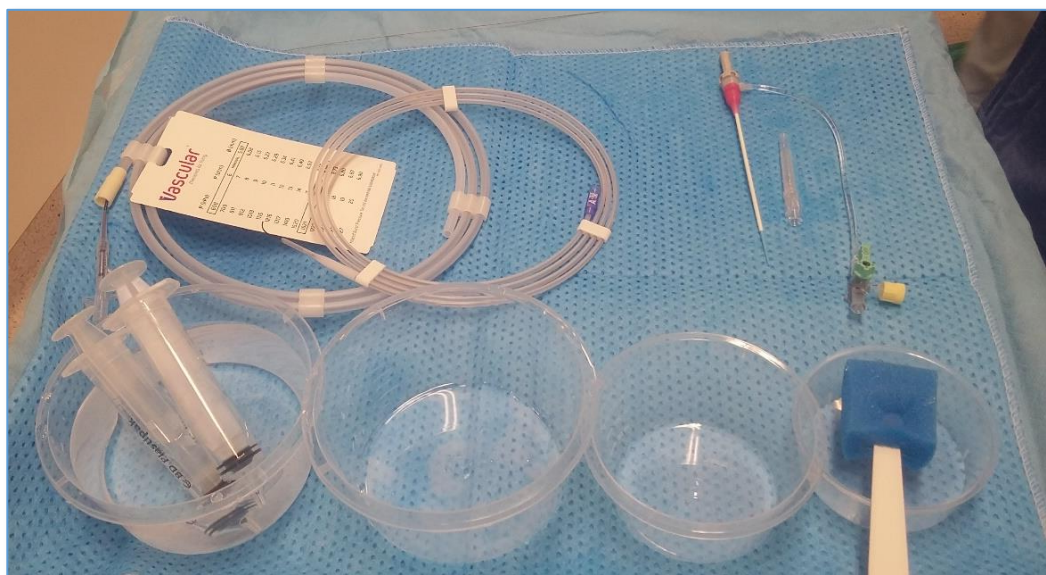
Material habitual empleado en la corrección angioplastia percutánea guiada mediante eco-Doppler de una estenosis venosa en una FAV (de izquierda a derecha y de arriba abajo): 1- balón de angioplastia simple; 2- guía hidrofílica de 0,035"; 3- introductor de 5F; 4- aguja de punción; 5- jeringas de 10cc y 20cc para inyección de suero y contraste; y 6- recipientes varios para suero, desechos, anestesia y desinfectante.
